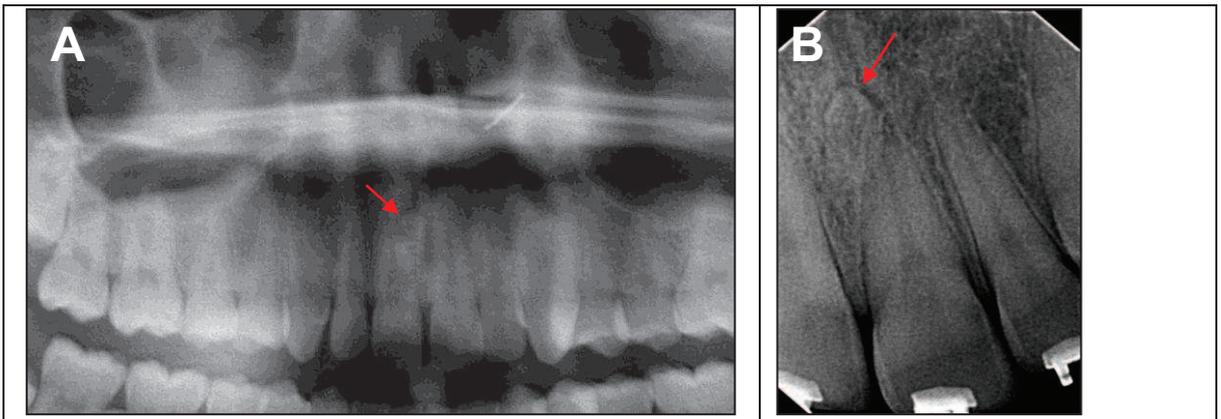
(A) corresponde a sector de maxilar superior visto a través de ortopantomografía, en donde se aprecia cambios de densidad en sector anterior de maxilar superior, producido por sobreproyección de cartílago nasal (flecha roja) y espacios intervertebrales (flecha blanca).
